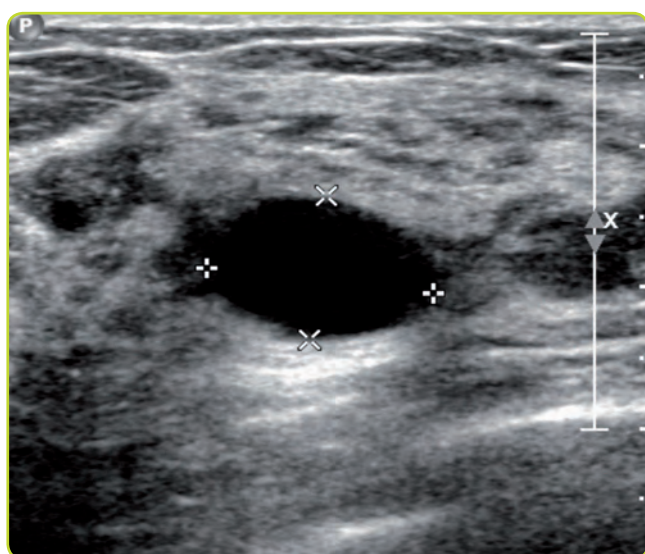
Imagen de ecografía mamaria. Imagen redondeada, sin ecos en su interior (anecoica), bien delimitada y con refuerzo acústico posterior. Imagen compatible con quiste simple. Categoría BI-RADS 2, hallazgo benigno.
